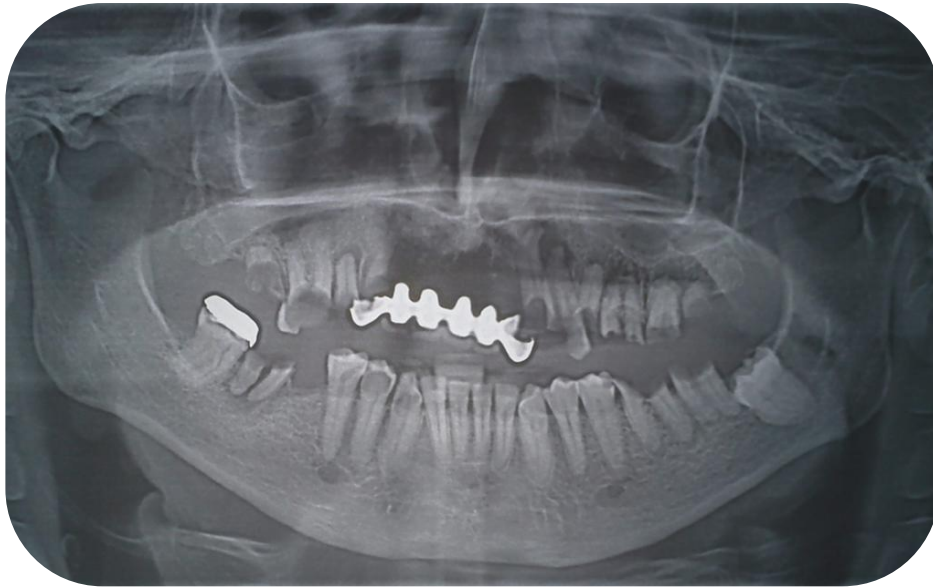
Ortopantomografía de paciente adicto a metanfetamina⁵².
